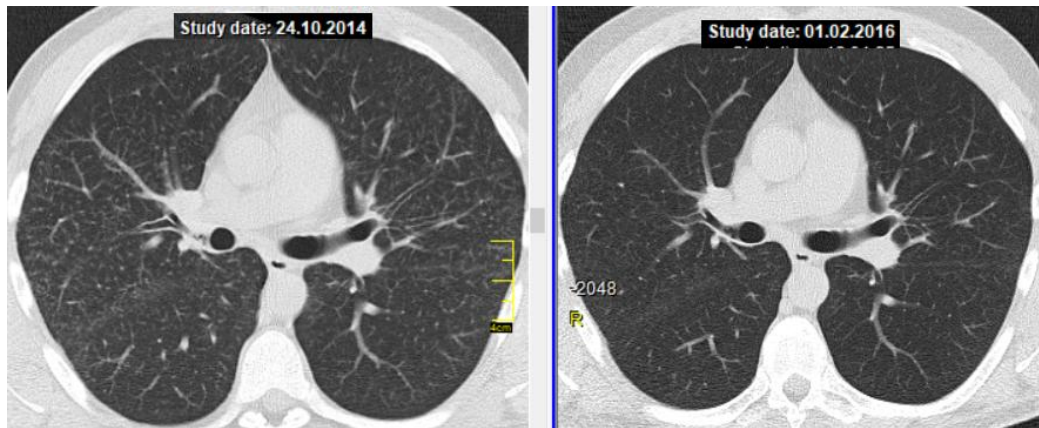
КТ хворого Т., 25 років. Зліва – до лікування, справа – по завершенні курсу ГКС-терапії, клінічне вилікування.
